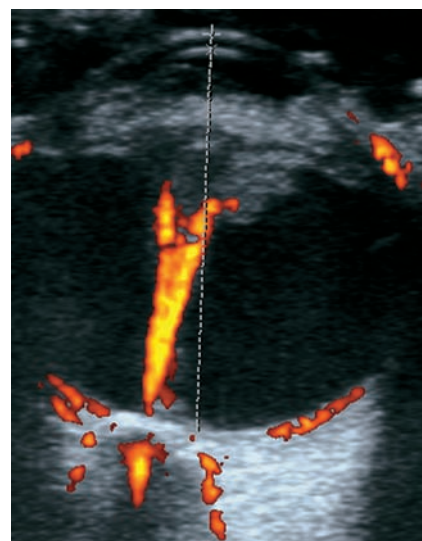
Décollement de rétine total en « V » très serré en rapport avec une dysplasie vitréorétinienne. Échographie-Doppler en mode « énergie », coupe axiale.
